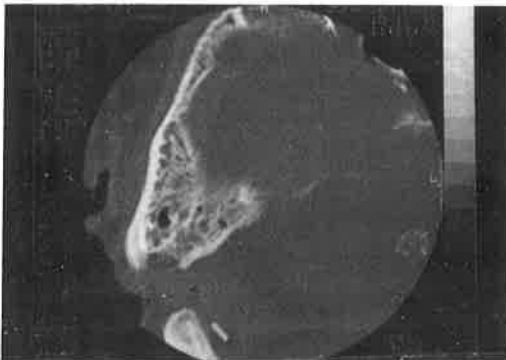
(Case 2) Temporal bone CT shows large right occipitomastoidal bony defect(arrow heads) and clouding of the mastoid air cells and tympanic cavity.
